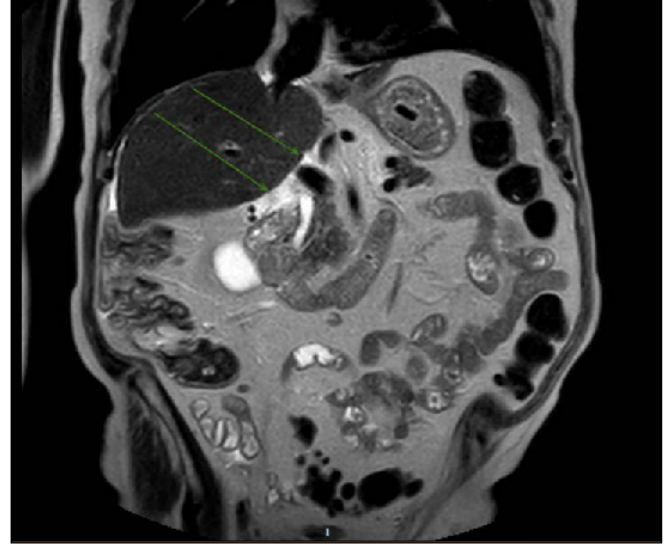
RMN ABDOMEN-COLANGIO RMN: Edema perivesicular y en grasa de hilio hepático. Cambios inflamatorios compatibles con hepatitis.
